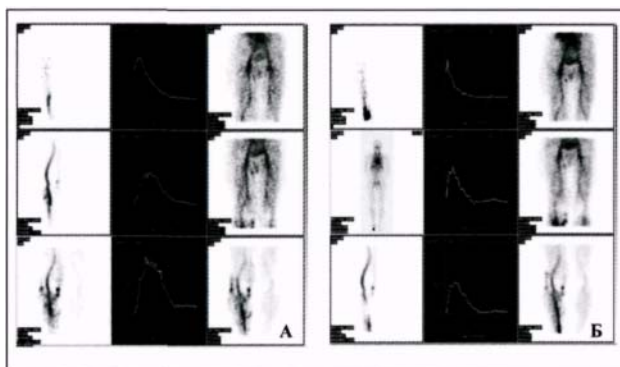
Флебосцинтиграммы.
